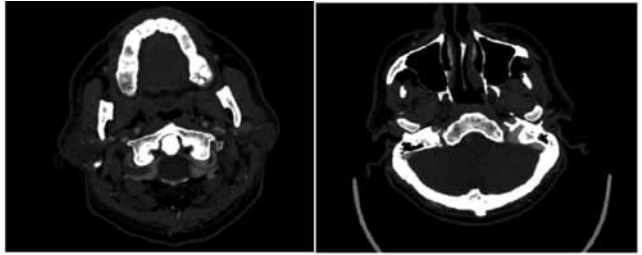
CT angiography with intravenous contrast of the brain and neck demonstrated the filling defect in v3 and v4 segment of basillary artery with luminal stenosis.
